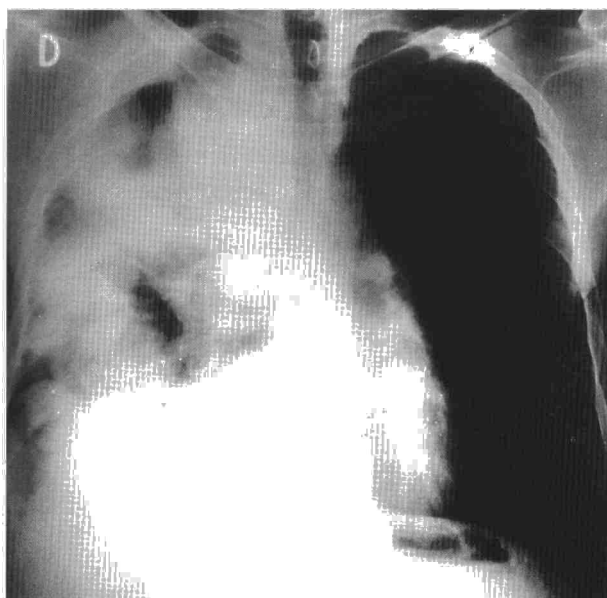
Radiografía posteroanterior de tórax donde se objetivan múltiples quistes hidatídicos en hemitórax derecho
